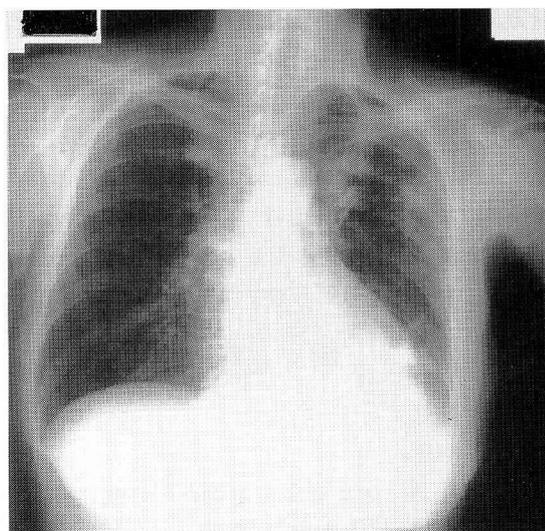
X-ray of the chest showed diffuse micronodules in all lung fields.
